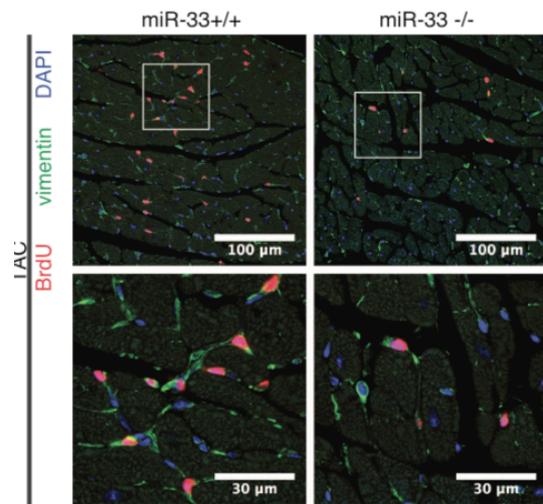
in vivo での細胞増殖 (TAC 後に BrdU 投与)
